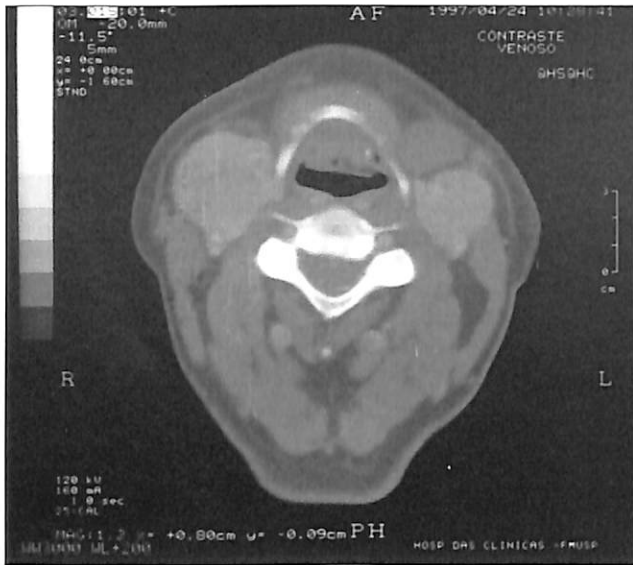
TC sem contraste, corte axial, mostrando tumorações na região de trigono carotídeo bilateralmente.
